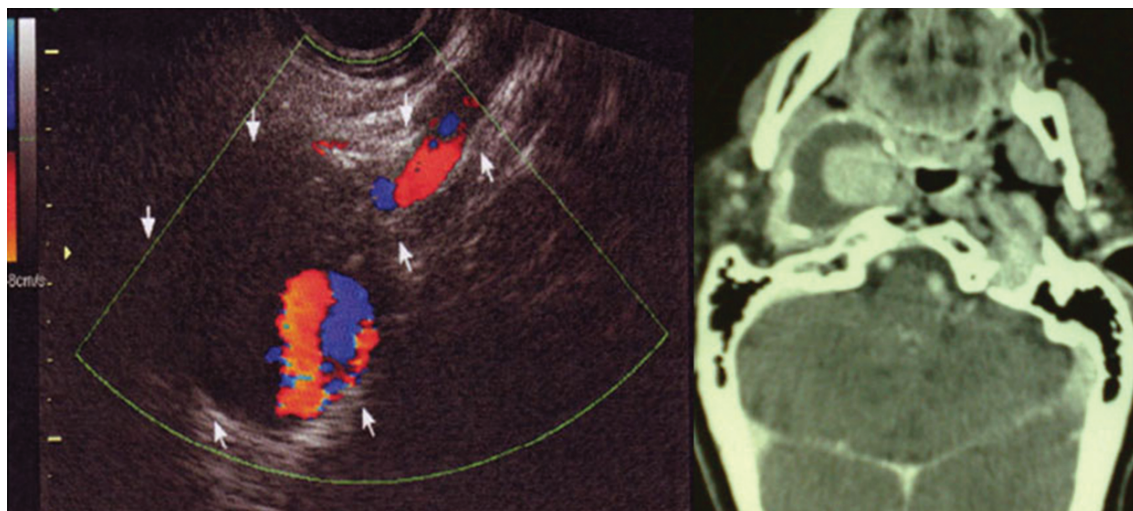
Ultrassonografia da região cervical mostrando grande aneurisma da artéria carótida interna, delimitada com setas. A ressonância nuclear magnética apresenta grande tumor com contraste em seu interior, compatível com o aneurisma próximo à base do crânio.
